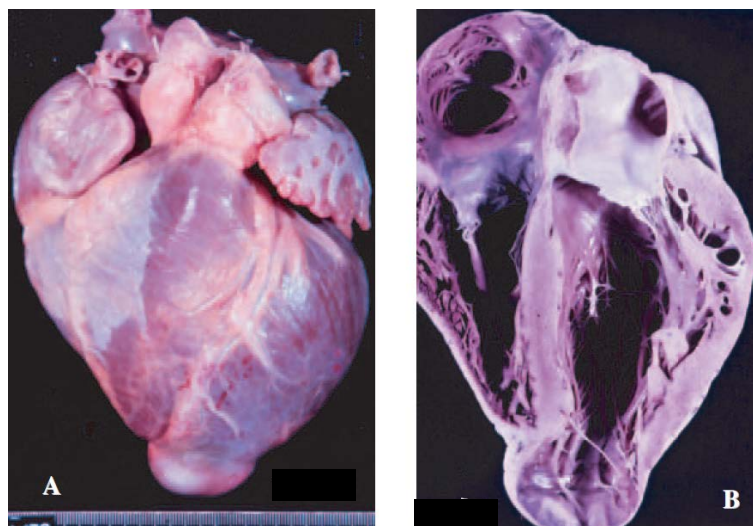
ASPECTO MACROMORFOLÓGICO DO CORAÇÃO CHAGÁSICO. A) É POSSÍVEL OBSERVAR O AUMENTO EXACERBADO DO ÓRGÃO DE UM PORTADOR DA TRIPANOSSOMÍASE. B) SECÇÃO FRONTAL DO MESMO CORAÇÃO, EVIDENCIANDO O ALARGAMENTO DAS QUATRO CÂMARAS CARDÍACAS. FONTE: MARIN-NETO *et al.* (2007, p. 1110).
